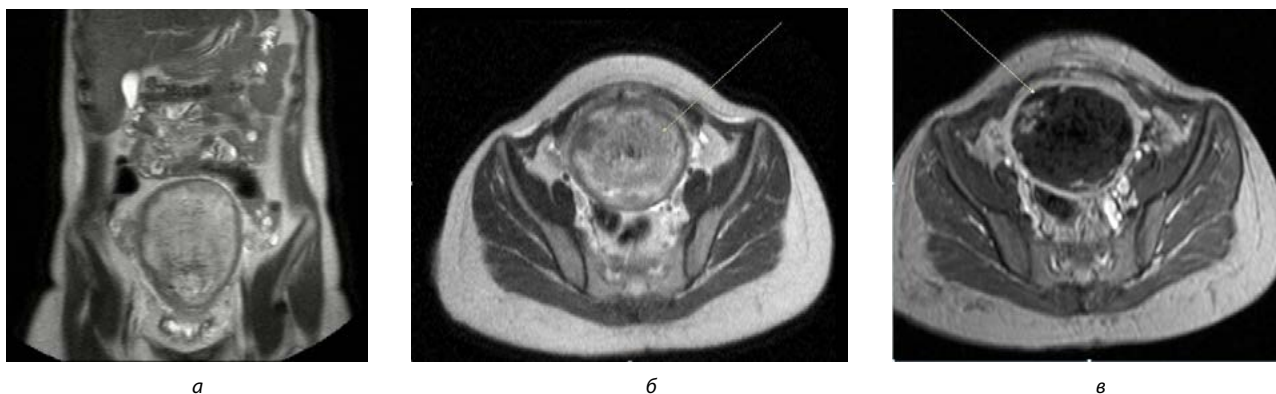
Результаты магнитно-резонансной томографии органов малого таза с контрастированием в послеоперационном периоде:
